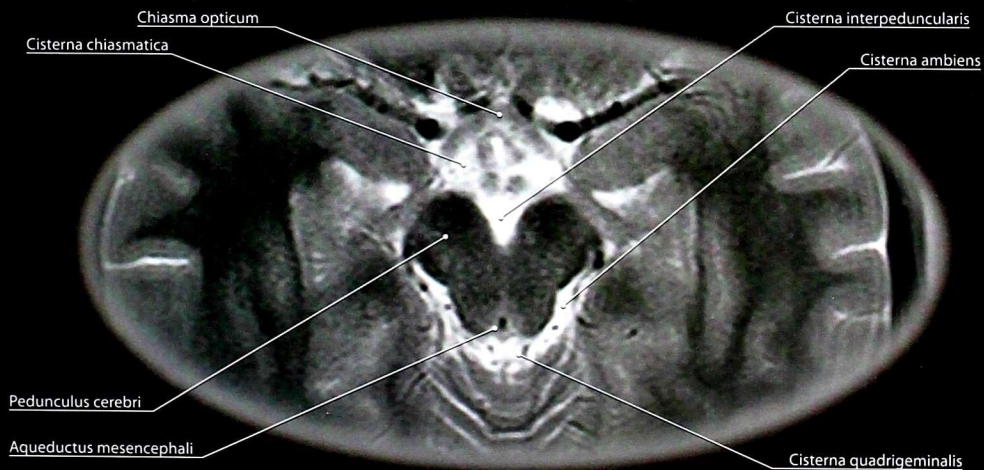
Магнитно-резонансная томограмма головного мозга. Горизонтальный (аксиальный) срез. Подпаутинное пространство. T2-взвешенное изображение
